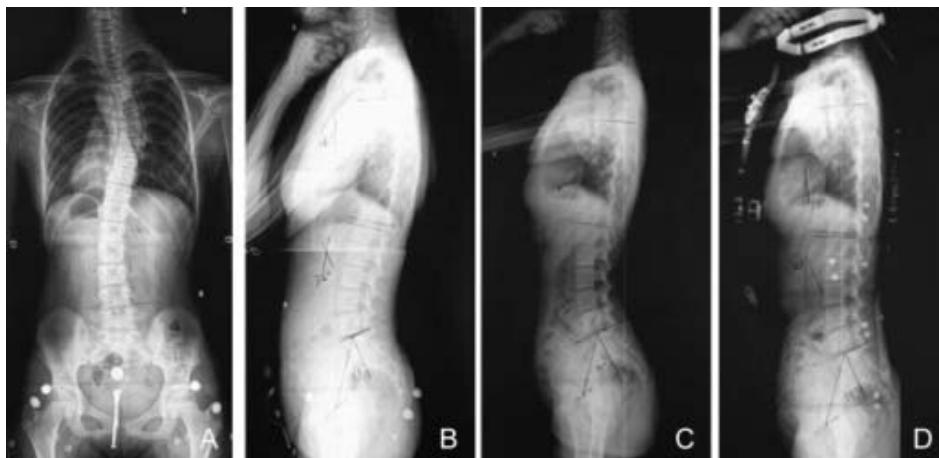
The radiographs of the above patient A: The patient had a major thoracic curve of 35°. The Risser sign is 3 degrees. The post-menarche age was 11 months. B: in natural standing posture, TK: 16°, LL: 32°, PI: 39°. C: with elastic orthotic belt, TK: 4°, LL: 32°, PI: 40°. D: with Milwaukee brace, TK: 10°, LL: 30°, PI: 39°. The D XR shows the Flat Back Syndrome by Milwaukee brace.
